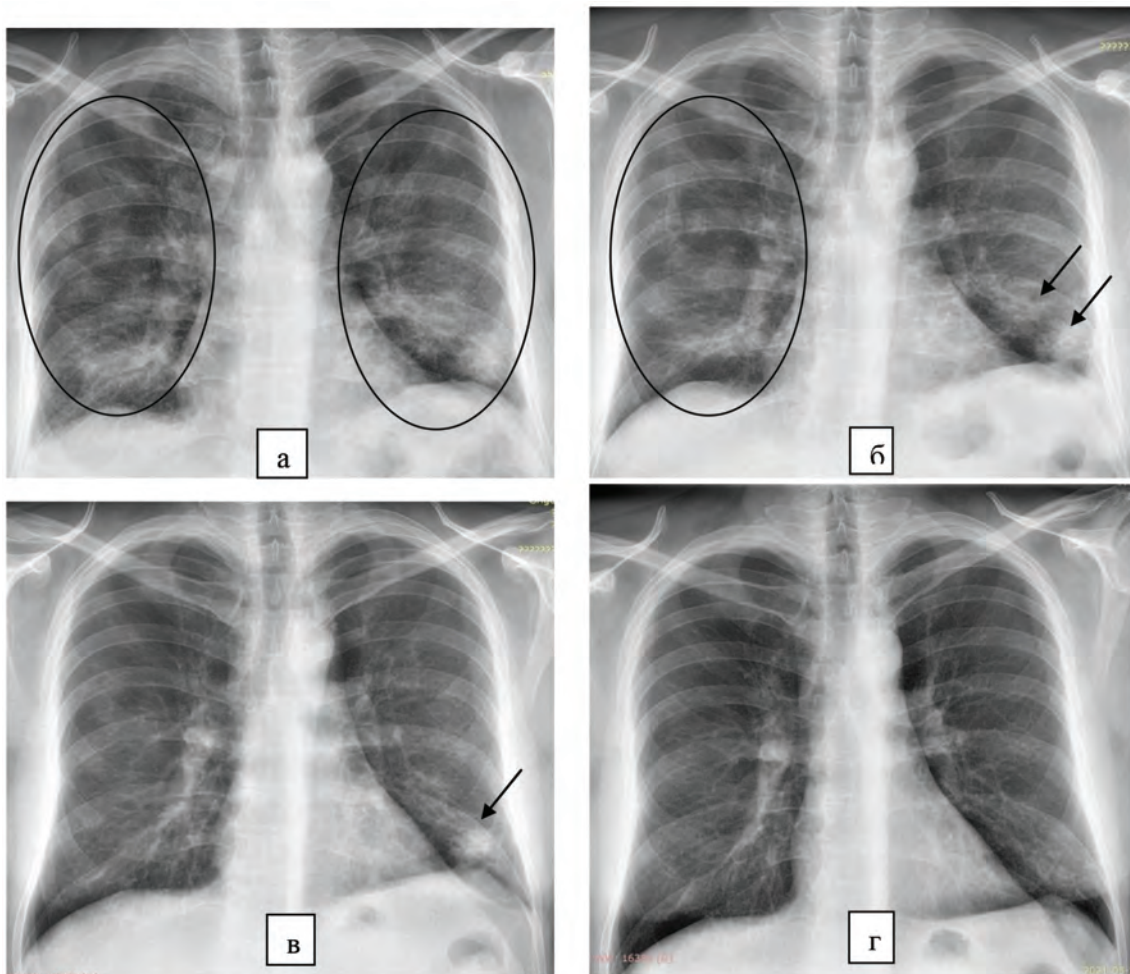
Оглядові цифрові рентгенограми хворого П., 30 р. Первинна (а) та через три (б) та п'ять (в) діб та два тижні (г).
